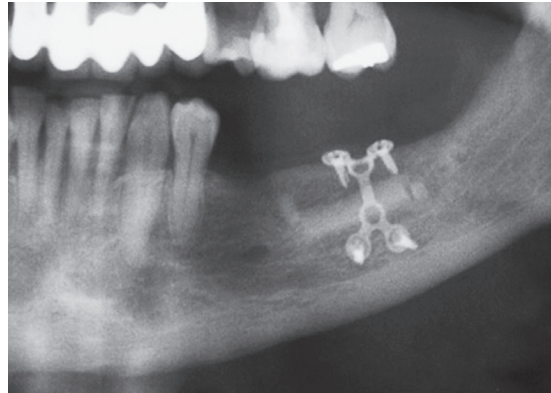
Radiografia panorâmica após 4 meses da realização do enxerto: nota-se o excelente ganho vertical alcançado.
